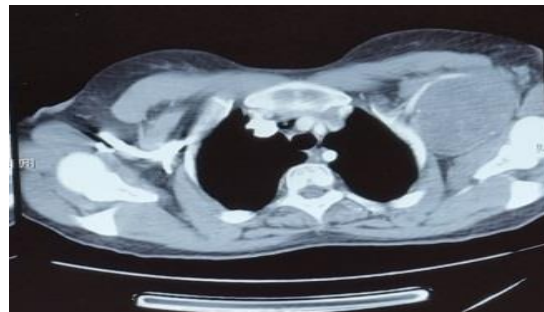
TDM thoracique montre une masse tissulaire axillaire gauche encapsulée comprimant le pédicule axillaire.
